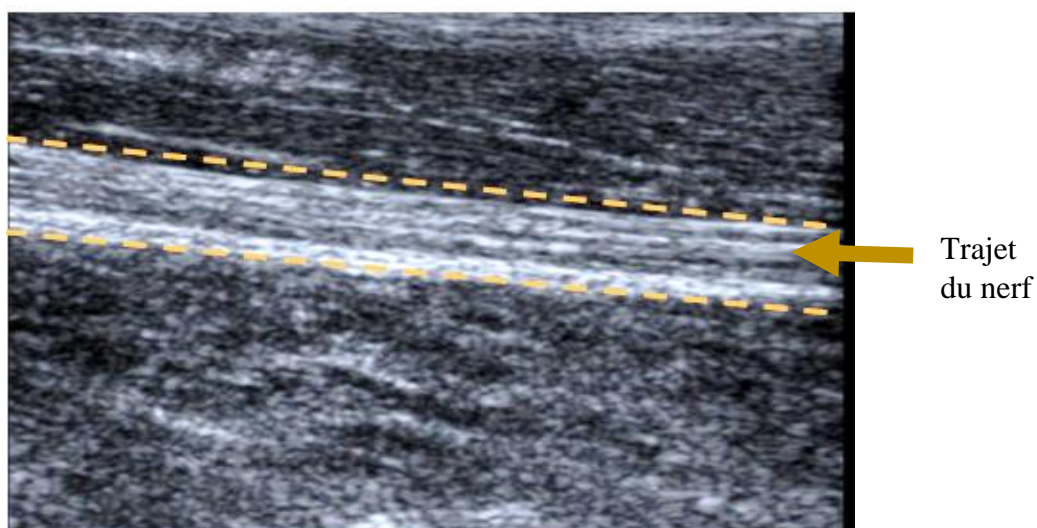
Image échographique, aspect normal d'un nerf en coupe longitudinale. (Hôpital militaire de Ouargla. Service de radiologie). 2016
